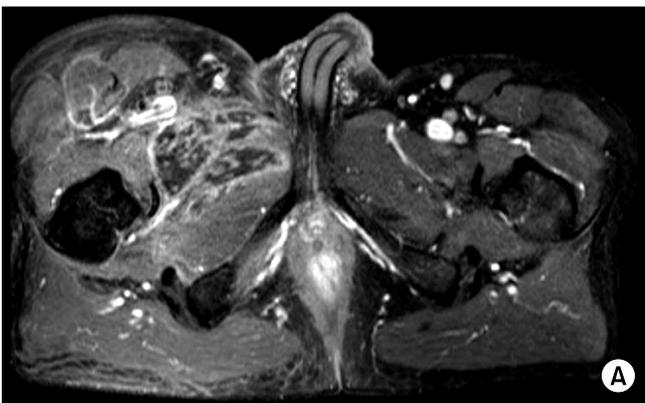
The pelvic MRI demonstrates radiation-recall myositis in the previous radiation field. (A) Axial image. (B) Coronal image.
